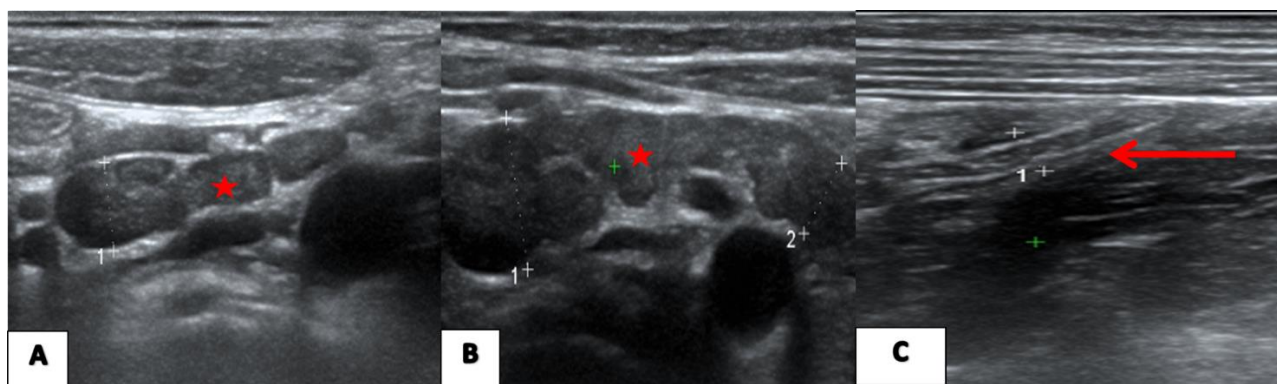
Enfant de 7 ans reçue pour une suspicion d'appendicite aiguë. Coupes échographiques transversales au niveau de la région épigastrique (A,B) et au niveau de la FID (C) montrant un amas de ganglions mésentériques de taille variable, supra et infracentimétriques (étoile rouge) avec un appendice normal (flèche rouge) en rapport avec une adénolymphite mésentérique.
